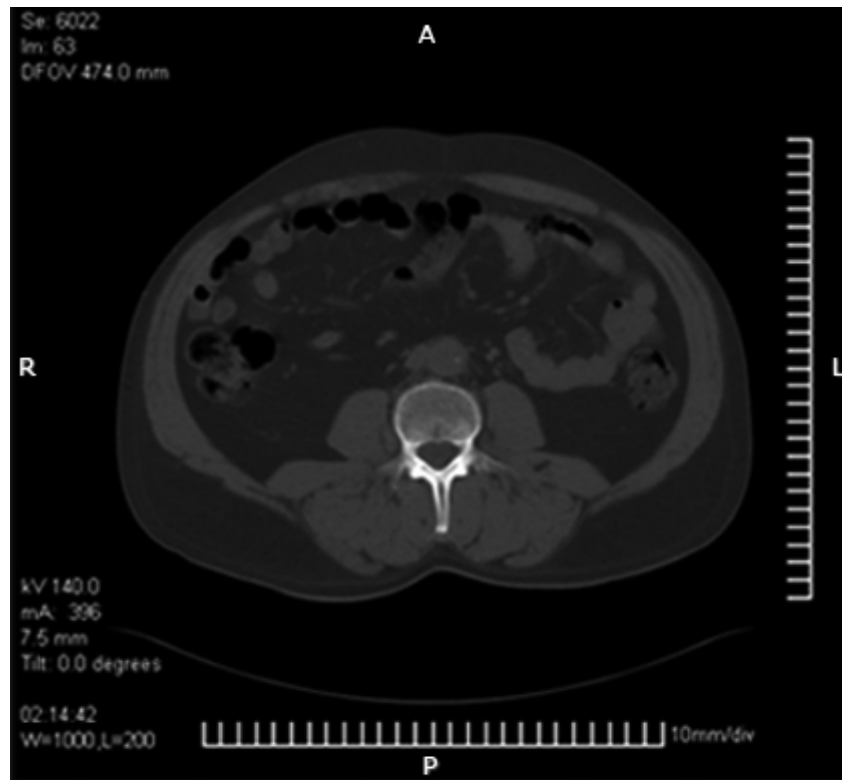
Tomografía axial computarizada evolutiva tres semanas después de tratamiento inmunosupresor donde se aprecia disminución de la masa afibrótica.
